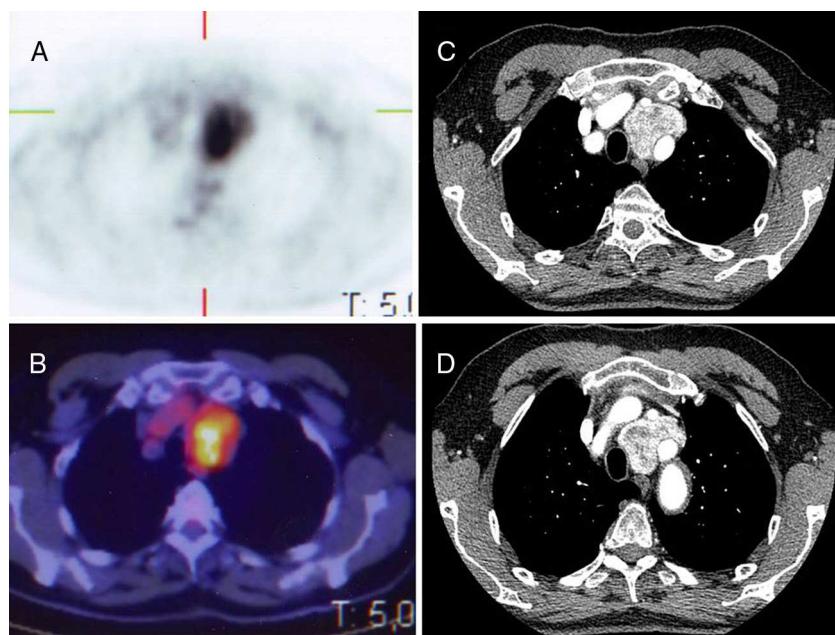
A. Captación del tumor en PET. B. Imágenes de fusión en PET/TC. C y D. Imágenes del tumor en angio-TC.
